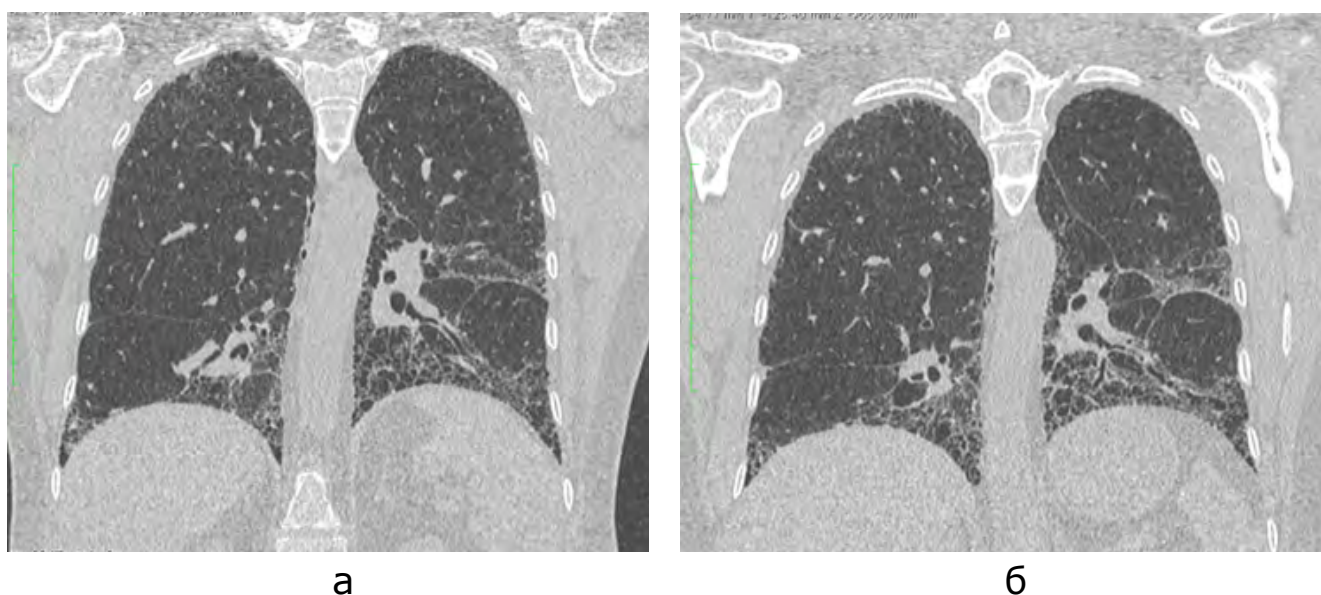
МСКТ ОГП фронтальные сканы (а-исходное сканирование, б-динамика через 3 года). Динамика картины типичной ОИП на ранних стадиях, кистозная трансформация легочной ткани сформированием сотового легкого у пациента с РА.
